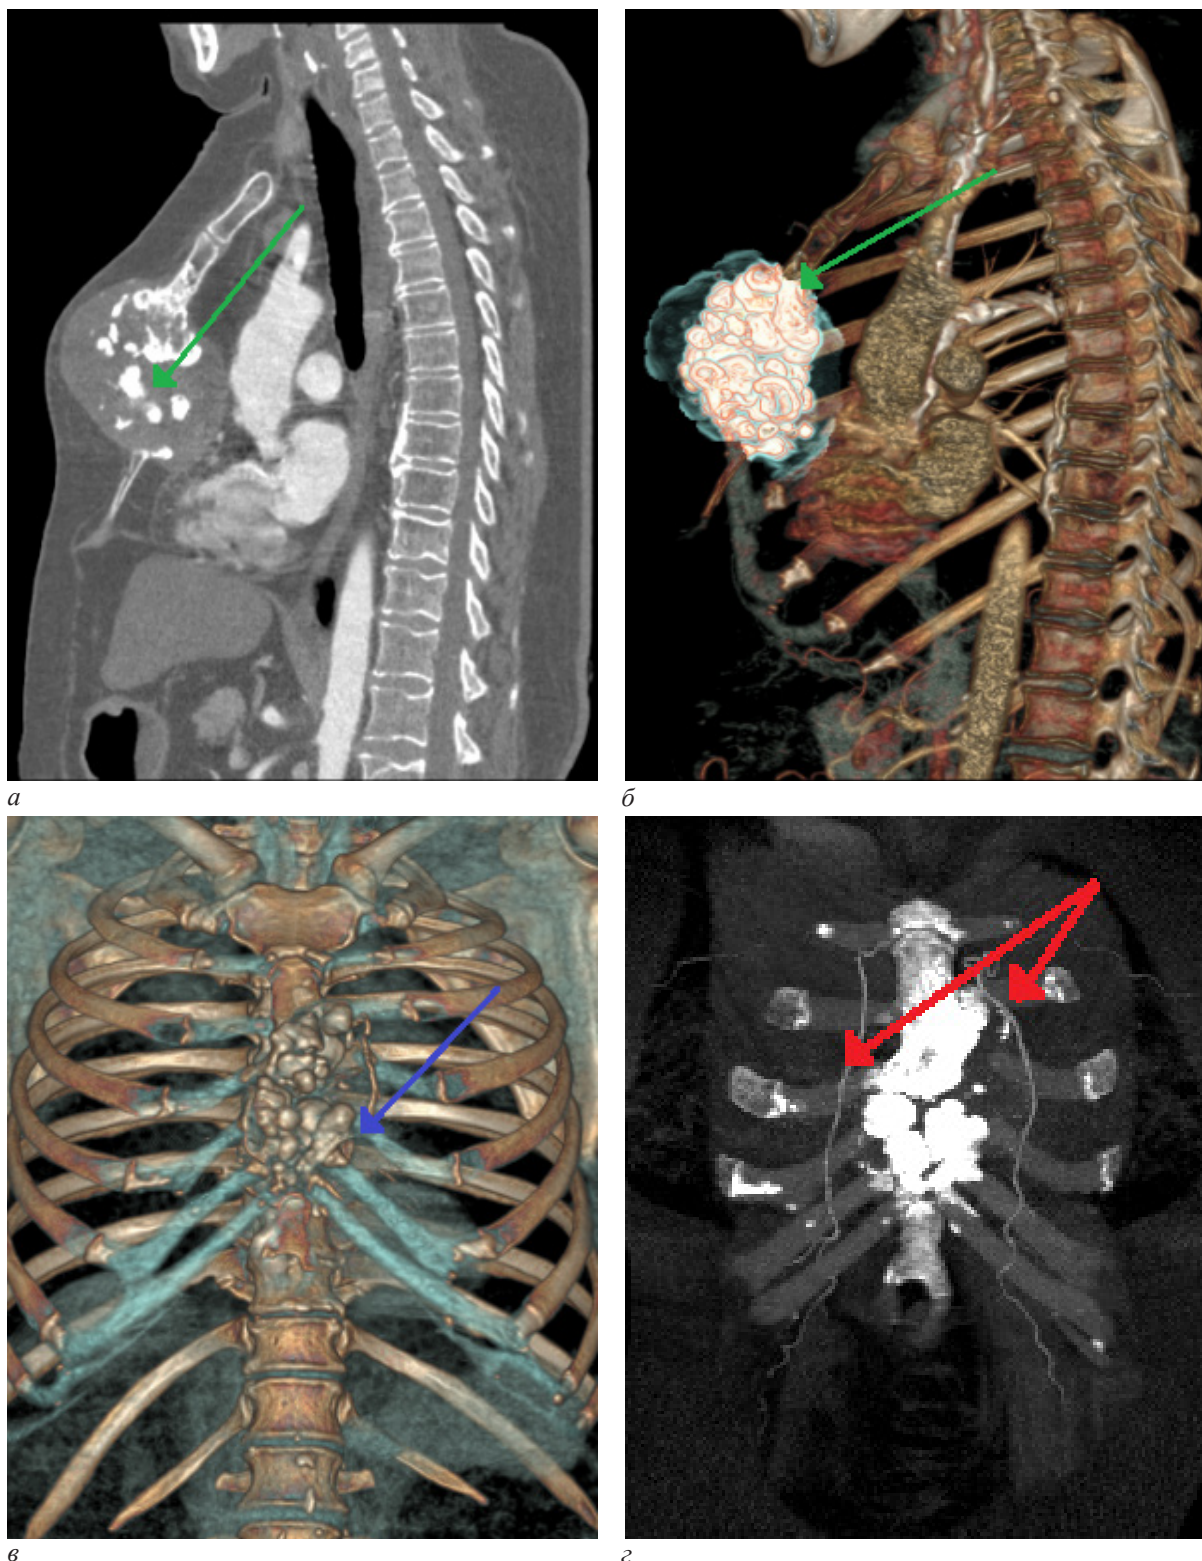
Компьютерная томография, 3D-модели. В области тела грудины, преимущественно срединно, определяется объемное гетерогенное образование, с достаточно четкими контурами, тонкостенной капсулой (а, б), интимно прилегающее к перикарду без признаков инвазии. Тело грудины от 2-го сегмента до мечевидного отростка не дифференцируется за счет остеолитической деструкции (зеленая стрелка). В толще образования определяются хрящевые отделы ребер (в, г), отдельные обызвестлены (синяя стрелка), деструкции их не выявлено. Образование распространяется на переднюю грудную стенку и переднее средостение, оттесняя органы средостения дорзально (без достоверных признаков инвазии в перикард). Передние межреберные артерии контрастированы (красная стрелка) без дефектов, огибают образование (г). Питающих артериальных веточек к образованию грудины не выявлено
